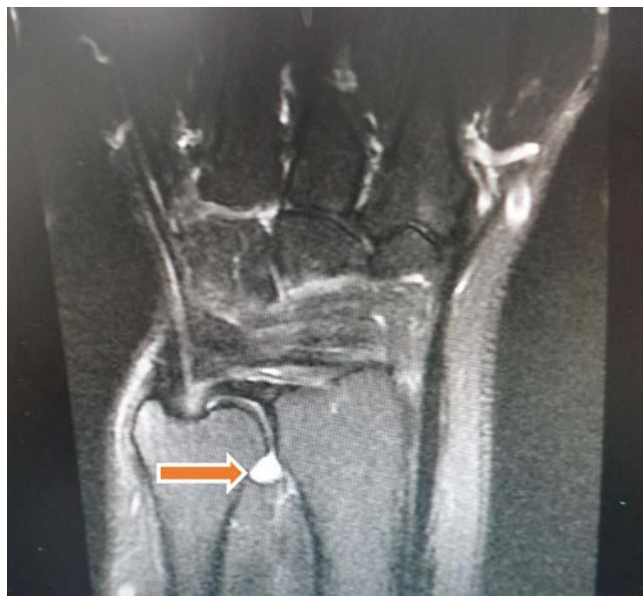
Resonancia magnética fase T2, con supresión de grasa. Corte coronal que muestra quiste intraarticular de la articulación radiocubital distal.
